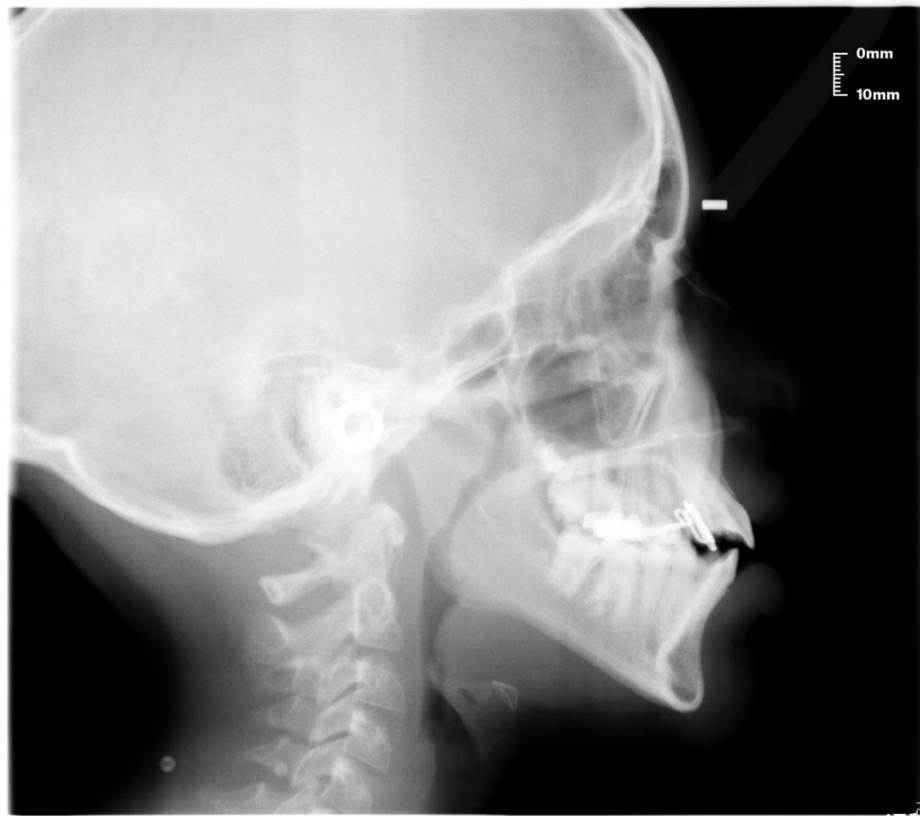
Telerradiografía lateral de cráneo, realizada en junio del 2019.
